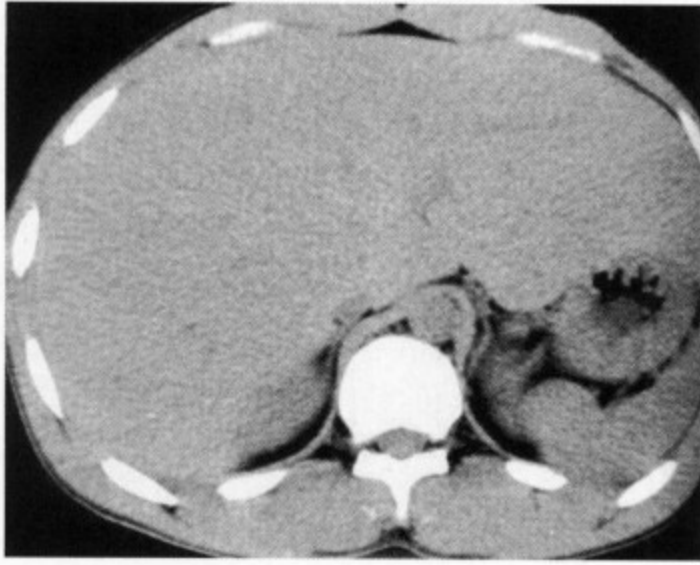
22 岁，男性，1 型糖尿病 CT 平扫显示肝增大，以左叶增大明显，肝实质密度普遍减低，CT 值 47Hu 明显低于脾脏，脾脏大小、形态及密度正常
